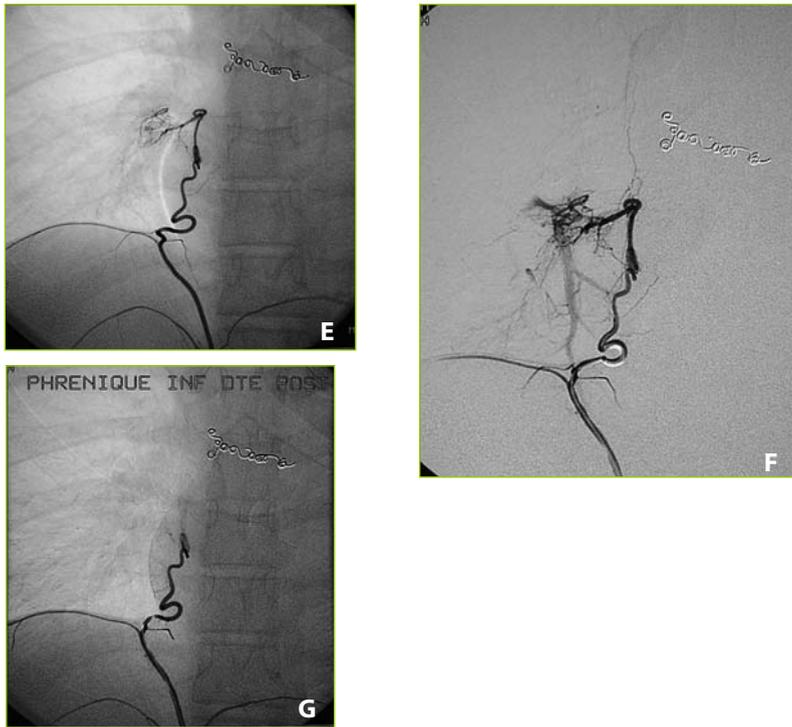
Une erreur à ne pas commettre, l’occlusion proximale de la « voie sacrée ». Récidive d’hémoptysies chez une femme jeune, 3 mois après embolisation proximale d’un tronc broncho-intercostal par une microspirale. Antécédents de maladie veineuse thrombo-embolique. A. Radiographie standard du thorax. La microspirale d’embolisation est visible. B, C. Artériographie bronchique droite démontrant la reperméabilisation partielle à travers la microspirale et le développement de multiples branches collatérales. L’artériographie broncho-intercostale montrant la reperméabilisation du pédicule embolisé, et le développement d’anastomoses multiples vers la cible pathologique, de calibre trop fin pour permettre une nouvelle embolisation par cette voie. La coronarographie est normale. L’artériographie broncho-systémique, incluant les opacifications de la mammaire droite, des troncs supra-aortiques, des intercostales ne détecte que de très fins rameaux non embolisables. D, E. La zone « cible » est reprise en charge et accessible par l’artère phrénique inférieure droite. F, G. Positionnement d’un micro-cathéter dans l’artère phrénique inférieure droite et opacification du shunt systémopulmonaire (F). Contrôle après embolisation par micro-sphères positionné le plus près possible de la « cible » (G).
